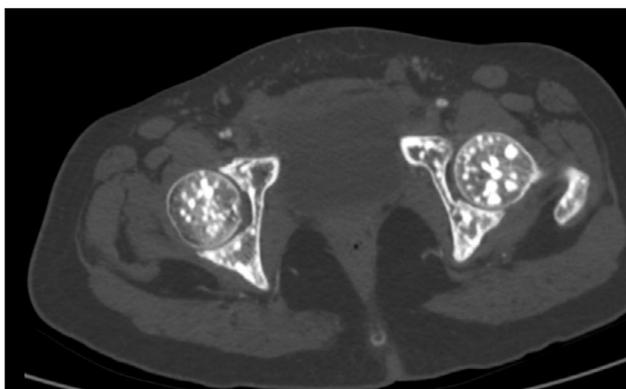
Компьютерная томография головки бедренной кости, поперечный срез: на снимке видны многочисленные, чётко очерченные, гиперденсивные поражения с признаками остеопойкилии (измеряются в мм).
